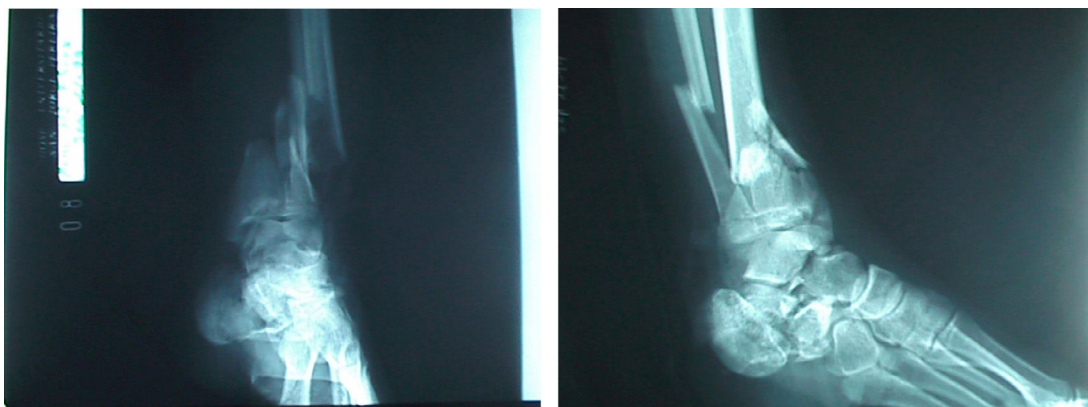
Radiografías iniciales del miembro inferior izquierdo.
